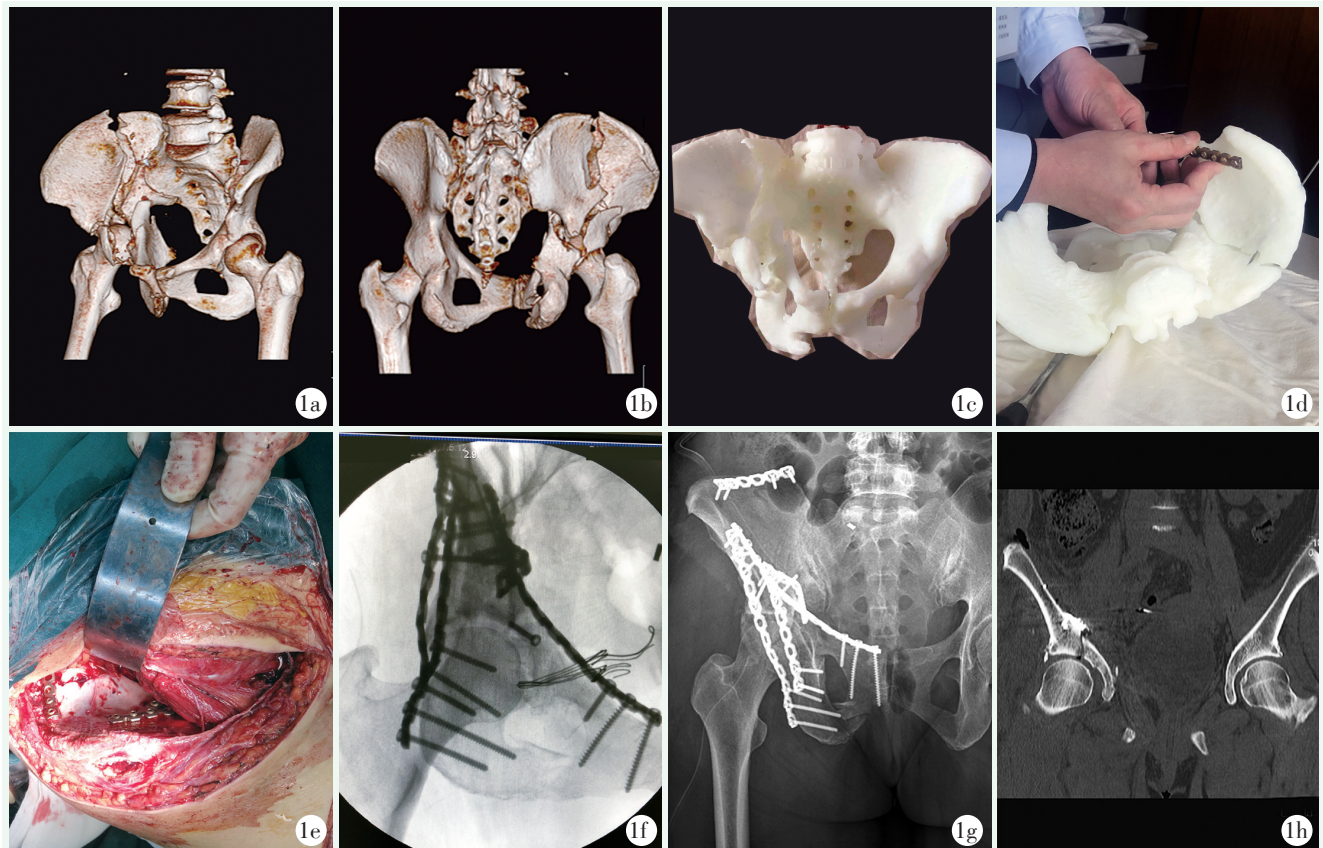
患者，女，60 岁，交通伤致右髌臼骨折。1a, 1b: 术前骨盆三维 CT 显示右侧髌臼骨折，Judet-Letournel 分型为双柱骨折；1c, 1d: 采用 3D 打印技术 1 : 1 等比例打印患者骨盆三维物理模型，在实物模型上进行模拟手术，模拟骨折复位，确定钢板螺钉最佳位置、钢板预弯程度、螺钉长度、螺钉数量和方向、螺钉进入角度等；1e, 1f: 术中骨折得到满意复位，钢板螺钉精准置入固定，C 形臂 X 线机透视显示内固定物位置良好；1g, 1h: 术后 X 线片及 CT 显示右髌臼骨折复位满意，内固定装置位置良好，螺钉未进入关节内。
